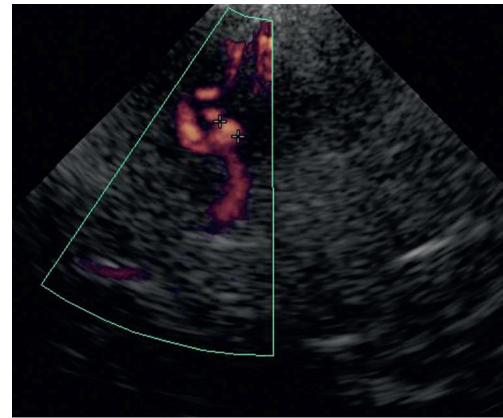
Anévrisme sylvien (Doppler puissance).
